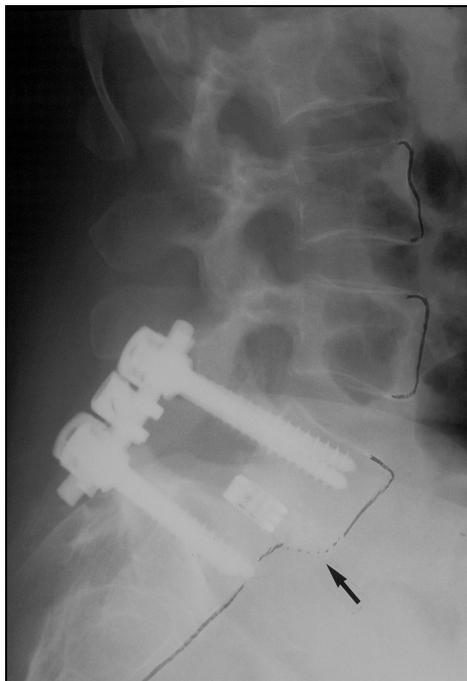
Postoperative Röntgenübersichtsaufnahmen der Wirbelsäule (5/ 1998) in zwei Ebenen
